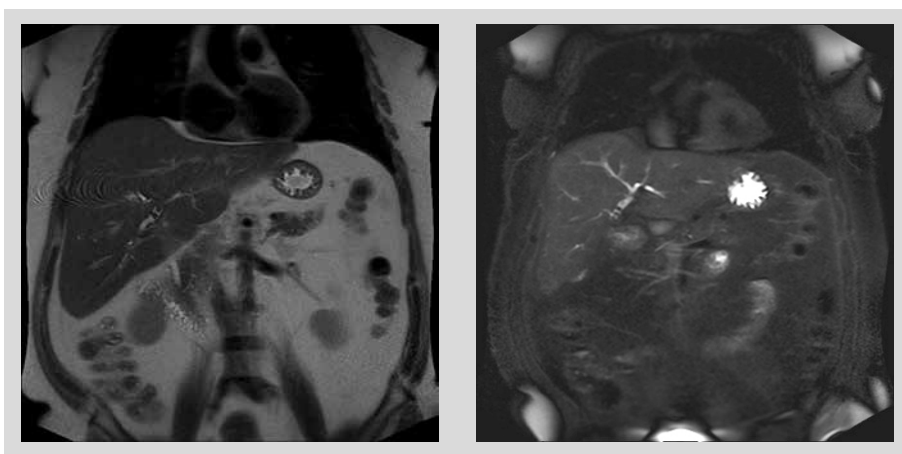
La colangioresonancia demuestra cálculos en vía biliar intrahepática izquierda y estenosis a nivel de anastomosis hepatoyeyunal.
